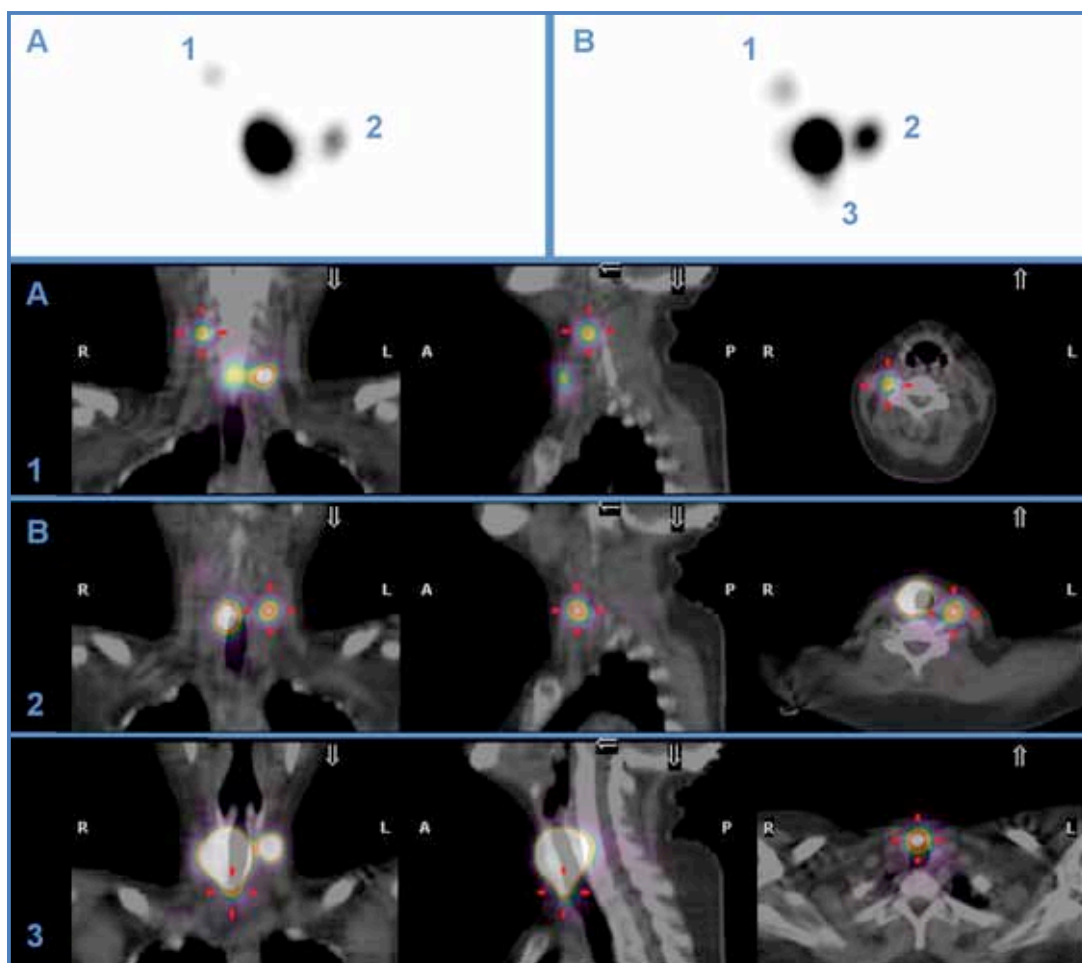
Linfogramagrafía caso 19. Imagen planar (A) con dos GC en CL derecho e izquierdo y SPECT-CT (B) con visualización de un tercer GC en CC.
